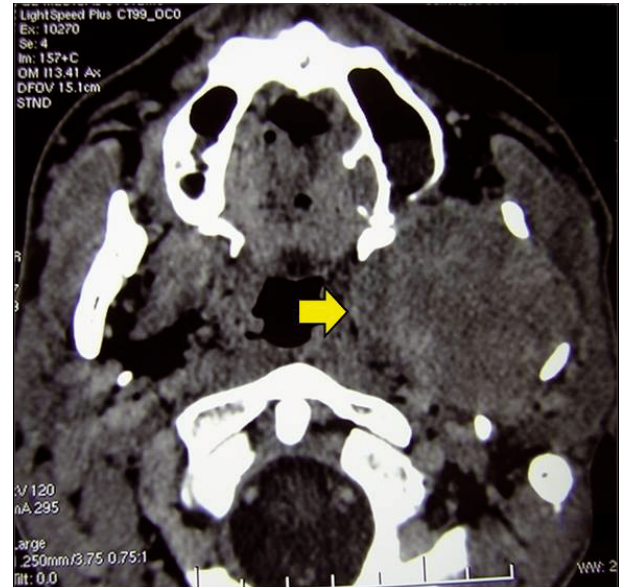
CT-scan : coupes axiale (Fig. 3) et sagittale 3 D (Fig. 4) montrant un processus expansif infra-temporal gauche avec lyse du ramus mandibulaire.
